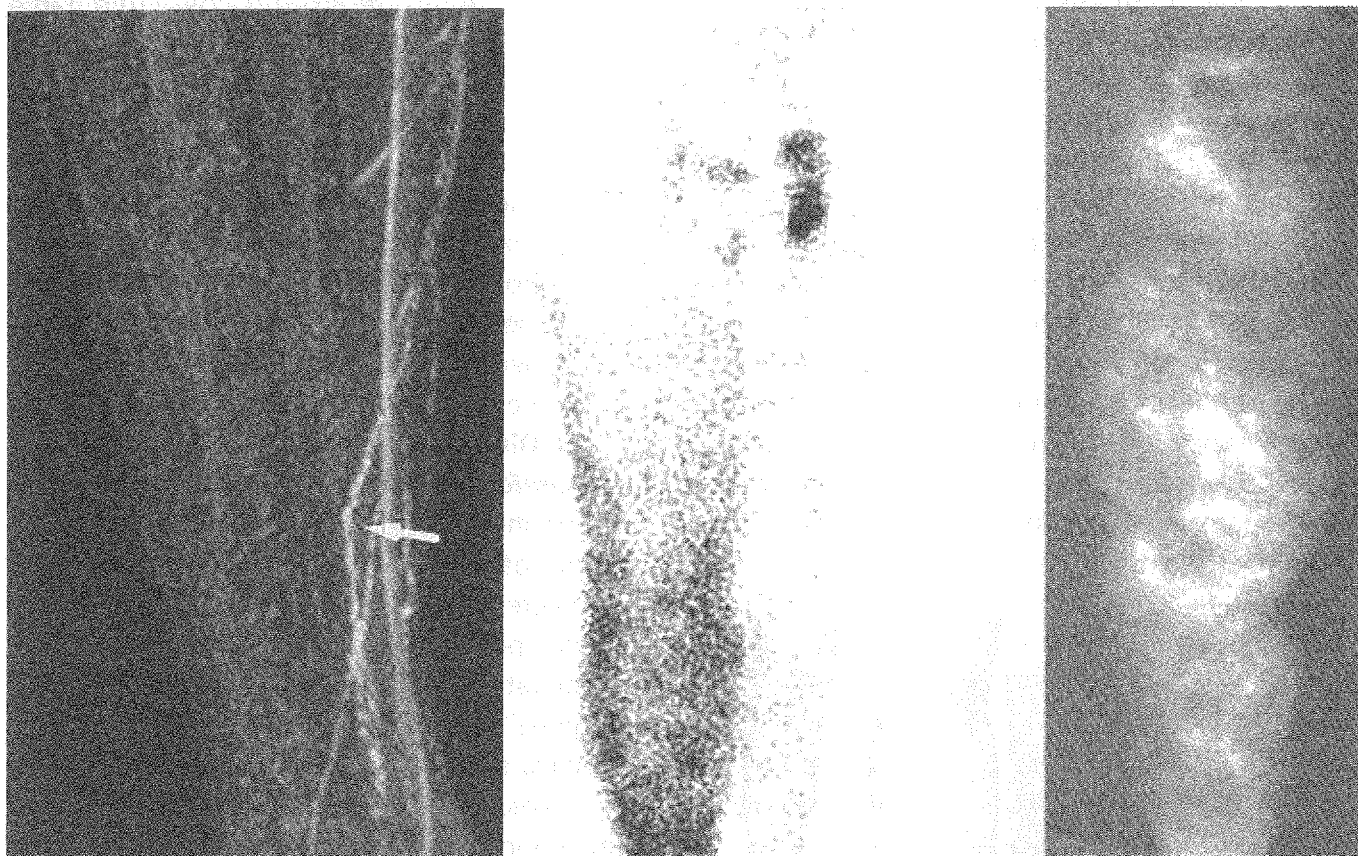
Limfedem – Limfografie RMN, limfoscintigrafie izotopică și limfografie fluorescentă)
